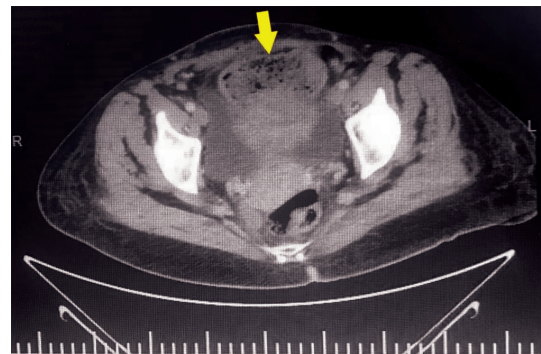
Visão de tomografia computadorizada sagital (seta amarela=gossipiboma)
